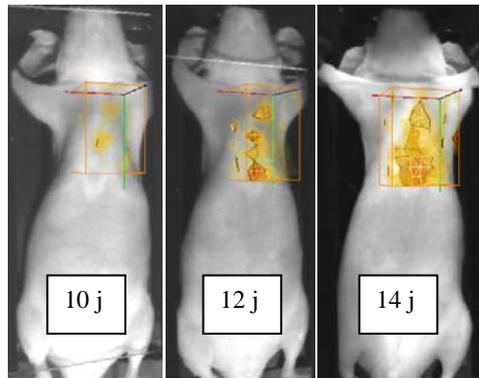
Imagerie en tomographie de fluorescence d'une souris porteuse de tumeurs pulmonaires 10, 12 et 14 jours post implantation
